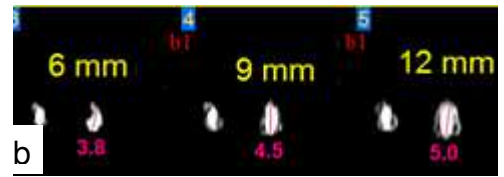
(b)- Tomografia do canal cirúrgico da amostra 5
